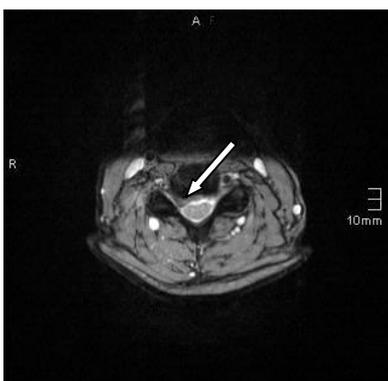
Soft disc im MRT
